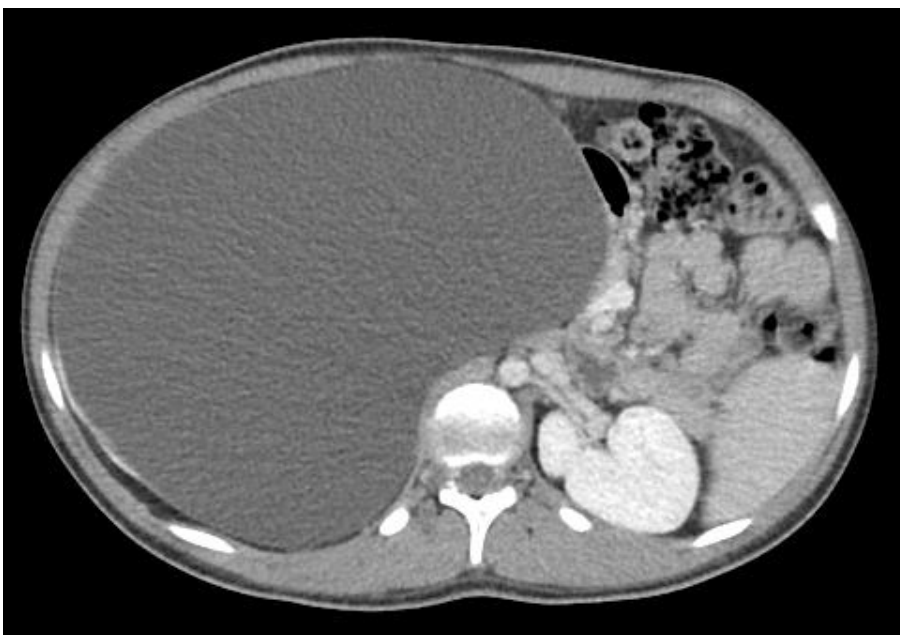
Paciente 18: Volumosa hidronefrose à direita em que foi complementada a investigação com tomografia computadorizada com contraste.
